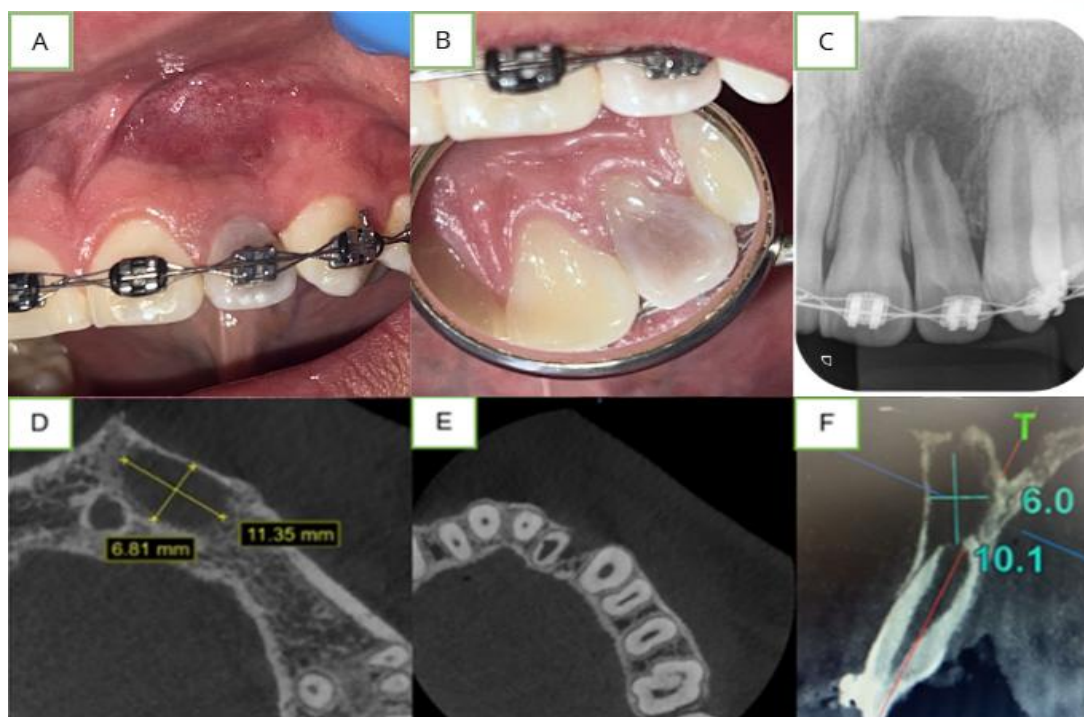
(A) Tracto sinuoso inicial, pieza 22 con cambio de coloración. (B) Vista por palatino. (C) radiografía periapical, imagen radiolúcida compatible con AA Crónico y ápice abierto. (D) corte axial, imagen hipodensa compatible con lesión apical. (E) corte axial, se visualiza ausencia de la tabla ósea por vestibular. (F) corte sagital, imagen hipodensa compatible con lesión apical y ápice abierto.
